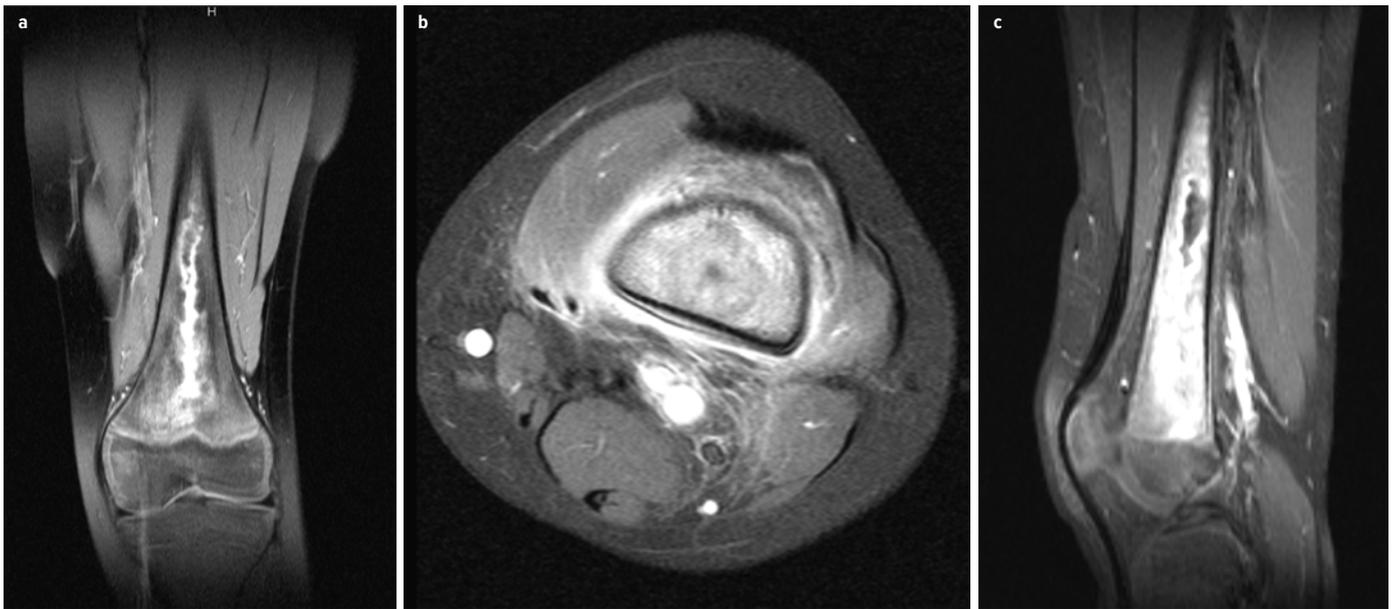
Ein 9-Jähriger hatte seit 4 Wochen beim Fußballspielen Schmerzen am linken Oberschenkel und leichtes Fieber. Er wurde vom Hausarzt mit homöopathischen Mitteln anbehandelt. Bei Beschwerdepersistenz nach 2 Wochen und nach wie vor leicht erhöhter Temperatur wurde eine Antibiose mit Amoxicillin/Clavulansäure begonnen. Eine Sportkarenz wurde nicht eingeleitet. Es erfolgte dann die auswärtige MRT-Diagnostik. Hier zeigte sich eine Osteomyelitis des distalen Femurs. Daraufhin wurde der Patient 4 Wochen nach Symptombeginn in der Notfallambulanz vorgestellt. Nach chirurgischer lokaler Infektausräumung und Probengewinnung wurde eine Antibiose empirisch mit Cefotaxim und Clindamycin parenteral für 2 Wochen gegeben. Ein Keimnachweis gelang nicht. 3 Wochen postoperativ war der Patient beschwerdefrei
